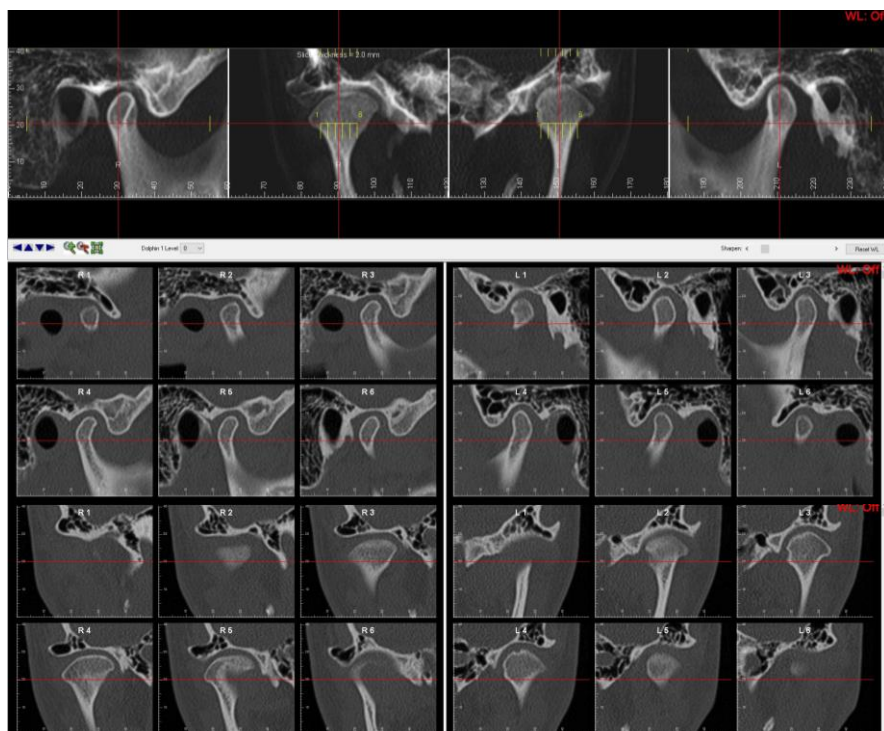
КТ ВНЧС пациента.
